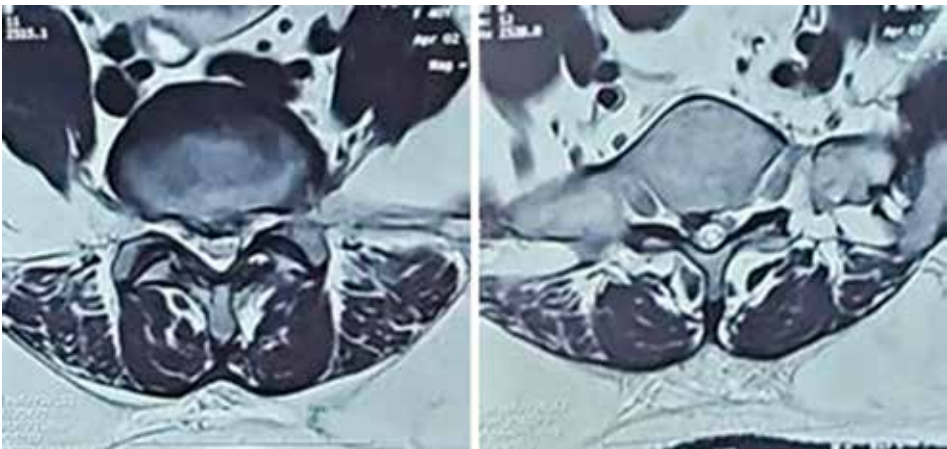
Axial T2-weighted MRI showing the central disc prolapse with right-sided protusion compressing the nerve roots
